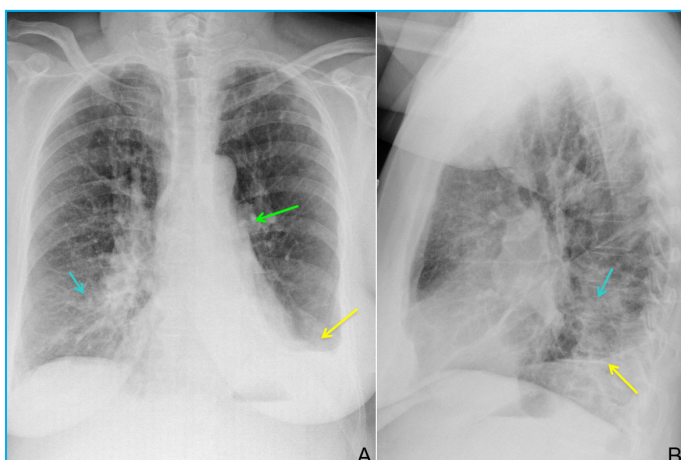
Radiografía de tórax PA (A) y lateral (B). Infiltrado alveolar parahiliar derecho de localización posterior en la proyección lateral (flechas azules). El pulmón izquierdo es hiperlucente con respecto al contralateral y de menor tamaño; se observa sobre elevación del hemidiafragma (flechas amarillas) y desplazamiento del mediastino hacia la izquierda. El hilo es más pequeño (flecha verde en A) y se observa una disminución de la trama vascular periférica con respecto al pulmón contralateral.
